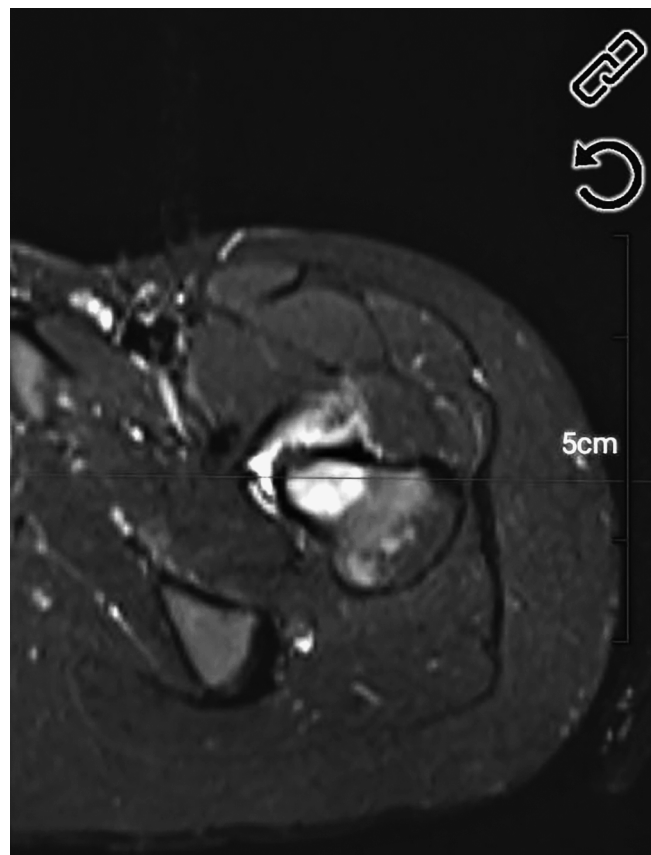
В аксиальной проекции МРТ T2 с подавлением сигнала от жира отмечается утолщение кортикального слоя шейки бедренной кости по передней поверхности, а также трабекулярный отек и перифокальный отек
